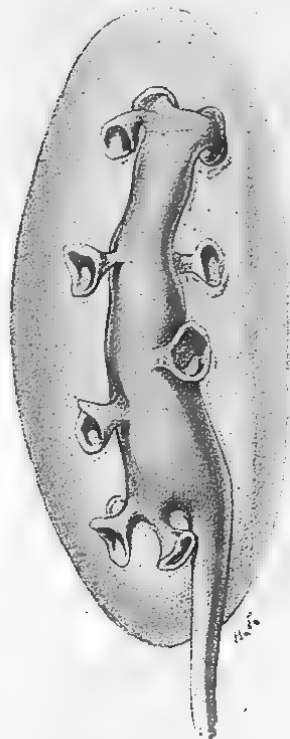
Bassinnet vu de profil montrant les deux rangées de calices antérieurs et postérieurs et les calices des extrémités (d'après radiographie).
